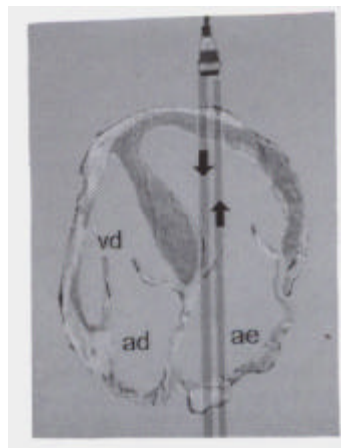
Doppler contínuo ( Morcerf FAP. Ecocardiografia. 2 ed. Revinter,1996. p.25)
